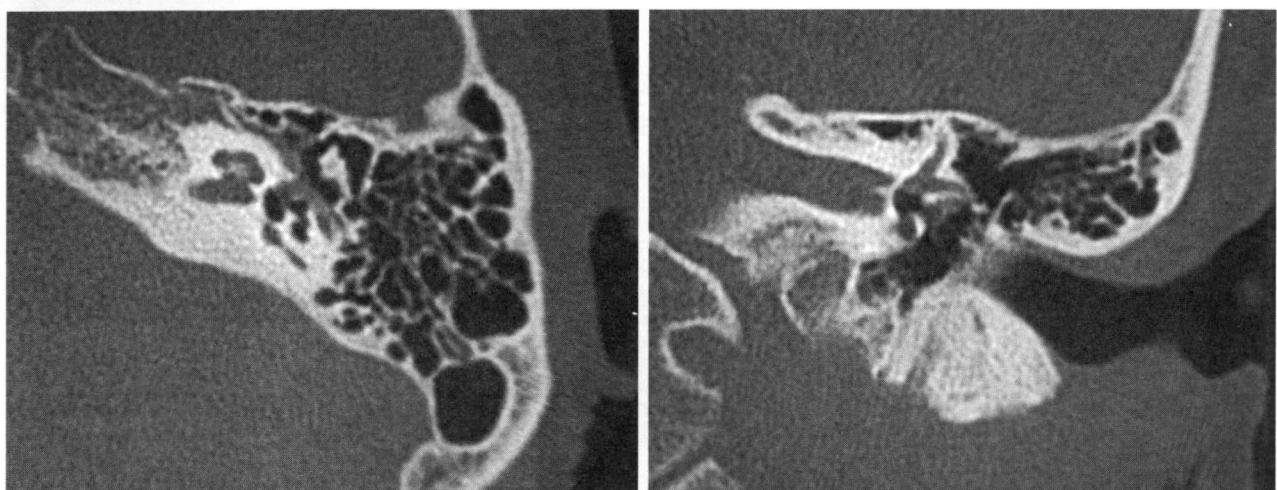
症例 2 の CT 画像 (左 ; 水平断、右 ; 冠状断)
